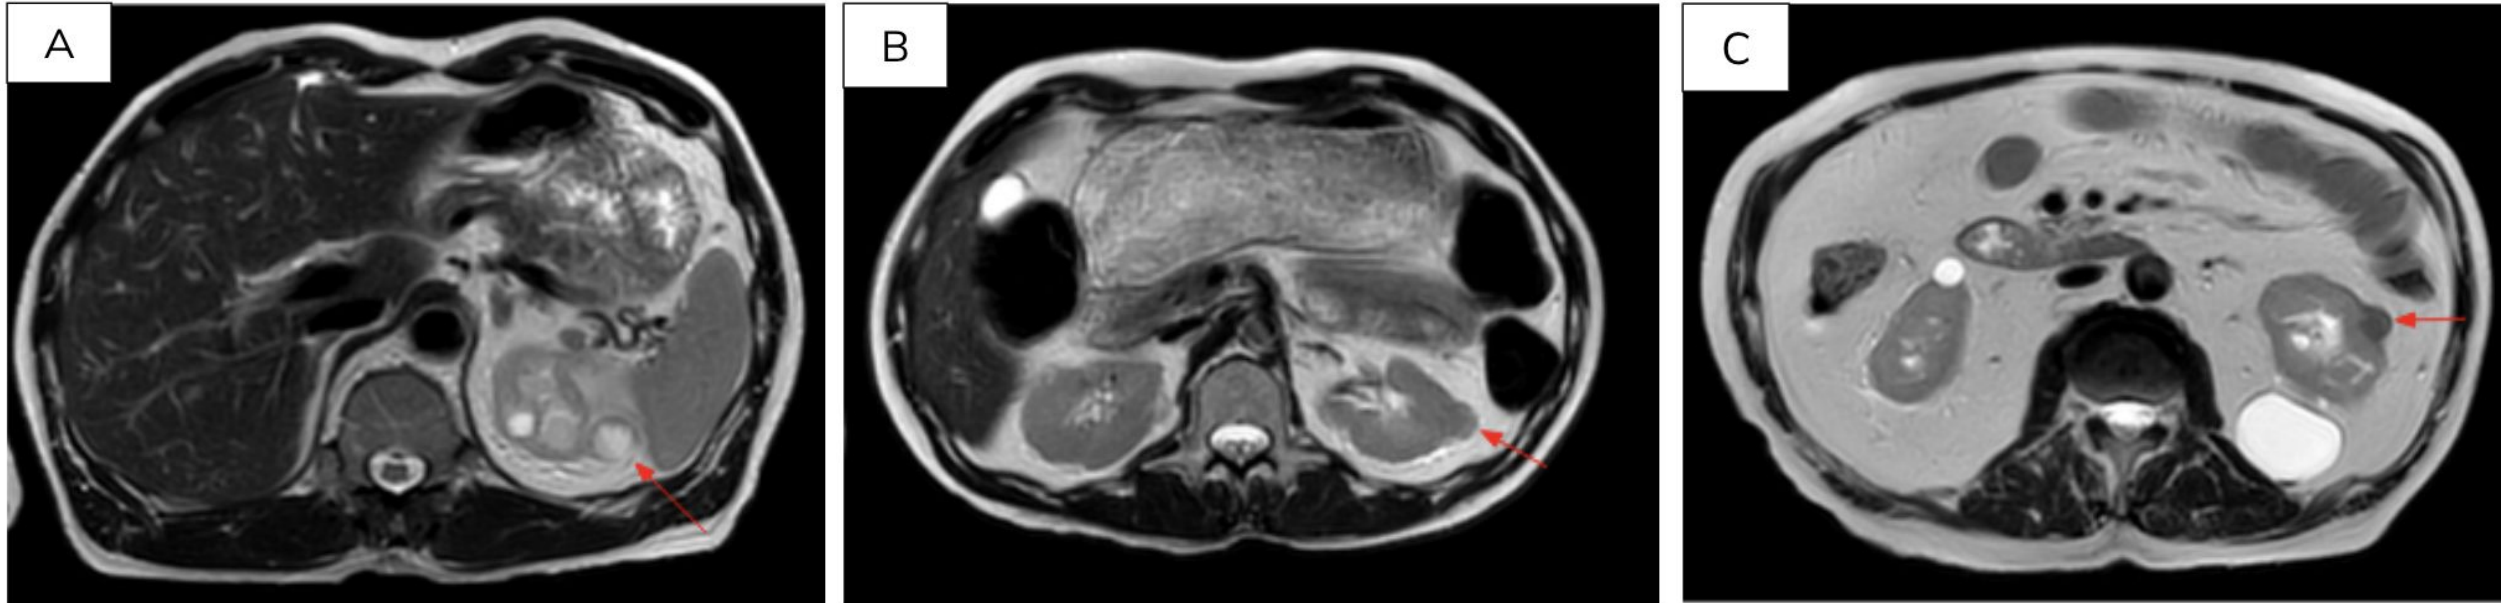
RM renal. Adquisiciones axiales potenciadas en T2.
